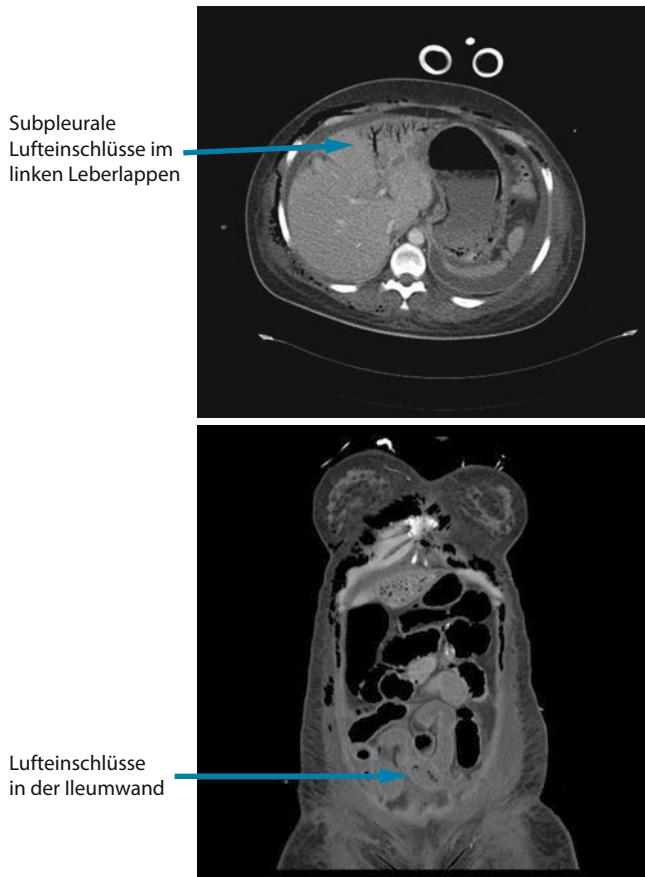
Schwere intestinale Perfusionstörung mit Zerstörung der Mukosabarriere (abdominelle CT-Angiographie)
